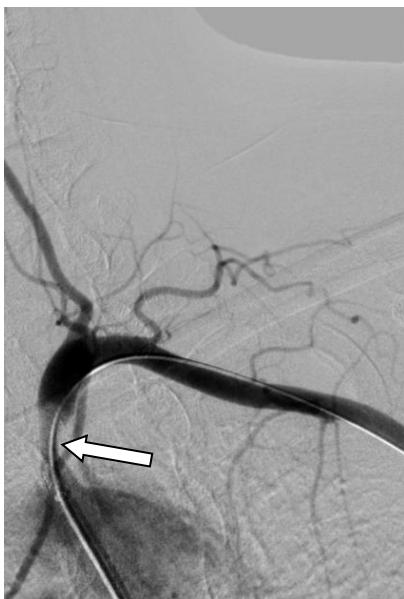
Рентгенконтрасна ангіографія хворого Є. Стеноз проксимального сегменту лівої ПКА.
